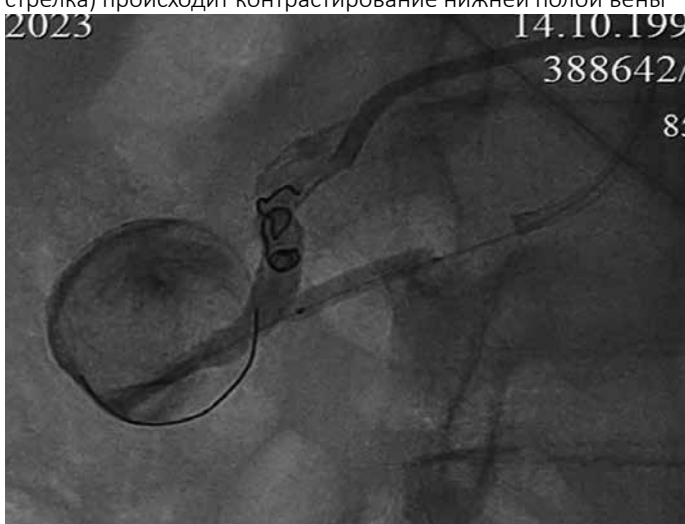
Рентгенконтрастная ангиограмма. Тот же пациент. В просвет почечной артерии имплантирована окклюзирующая спираль
